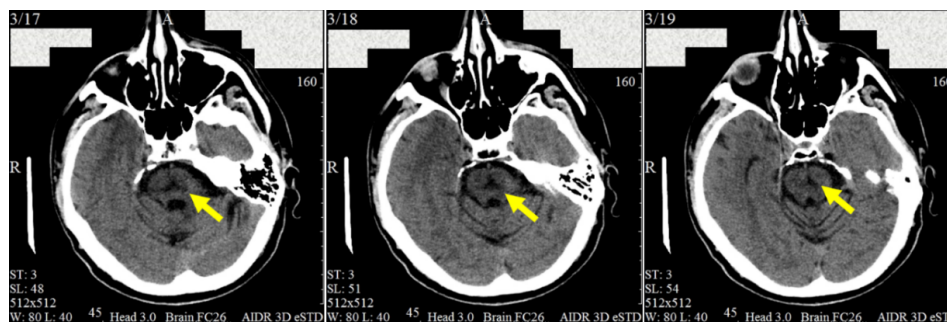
Серия снимков КТ головного мозга пациента В.
